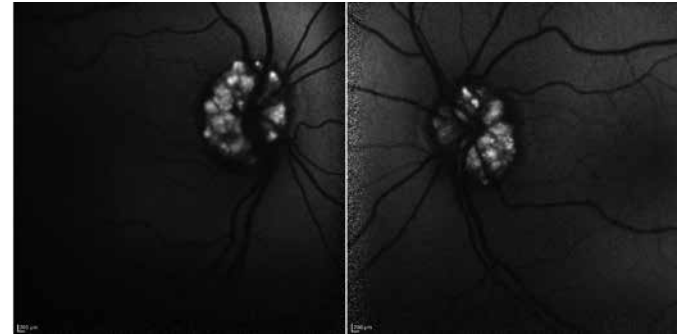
12 yaşında erkek hastada her iki göz renkli fundus fotoğrafında belirgin kalsifik hyalin benzeri materyal (A-Sol Üst), optik koherans tomografide fundus otofloresans mevcudiyeti (B-Sağ Üst), ve yine optik koherans tomografide bilateral retinal sinir lifi tabakasında incelme (C-Alt) görülmektedir.
